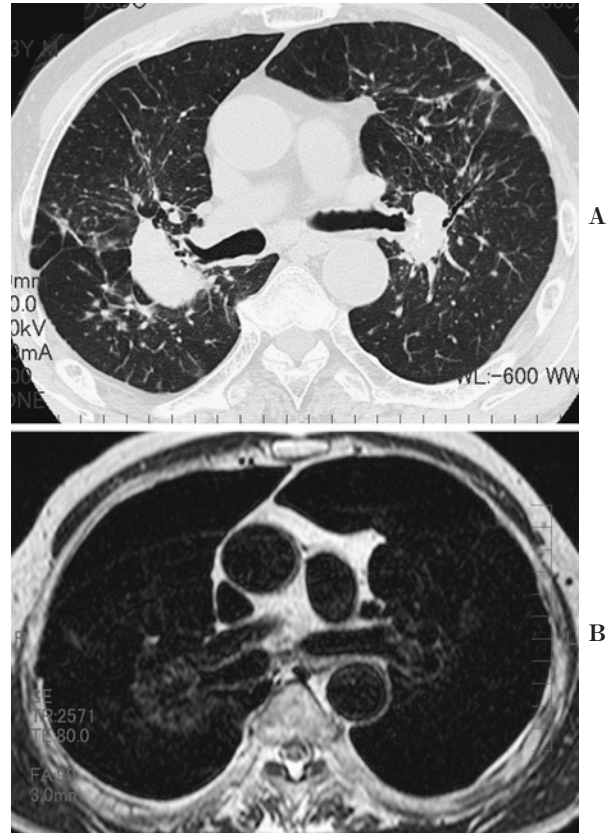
Progressive massive fibrosis in a 73-year-old man with silicosis. (A) CT shows large nodules in the perihilar areas with marginal parenchymal distortion, suggesting progressive massive fibrosis. (B) T2-weighted image shows markedly hypointense nodules with fibrotic stroma.
